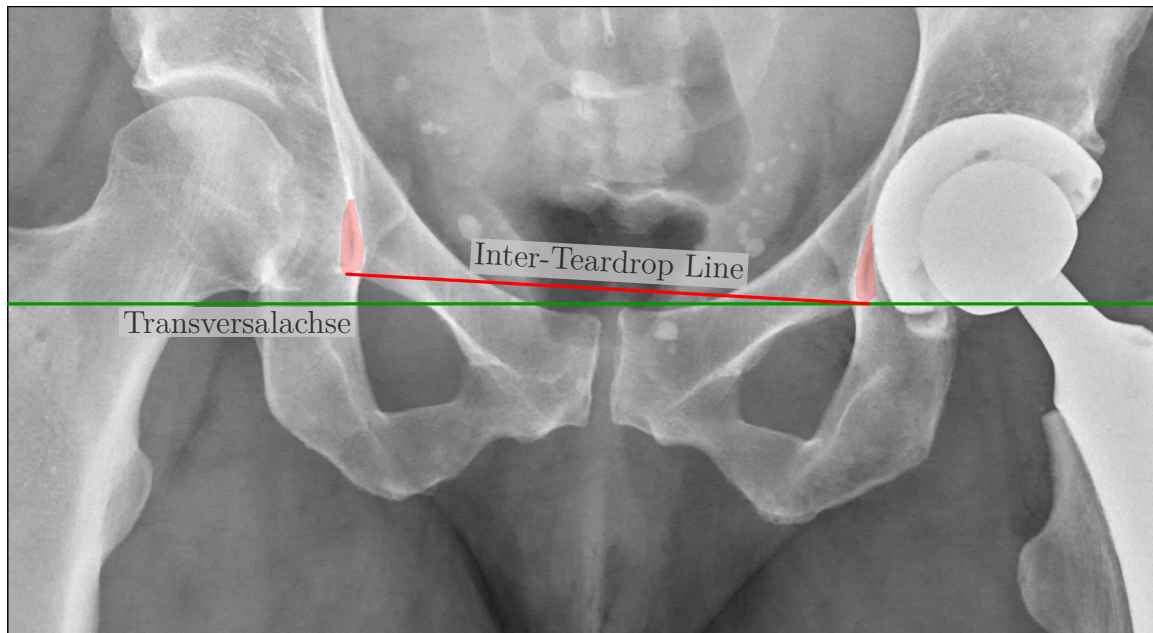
Inter-Teardrop Line – Die Verbindungslinie zwischen den kaudalen Enden beider Köhlerschen Tränenfiguren (rot) definiert die ITL. Der Winkel zwischen dieser und der Transversalachse (grün) dient zur Korrektur der gemessenen Inklination der Hüftpfannen – Röntgenbild ursprünglich veröffentlicht unter der CC0 1.0 Lizenz (<https://creativecommons.org/publicdomain/zero/1.0/deed.de>) in Quelle [53]; Bildausschnitt geändert und Annotationen hinzugefügt
